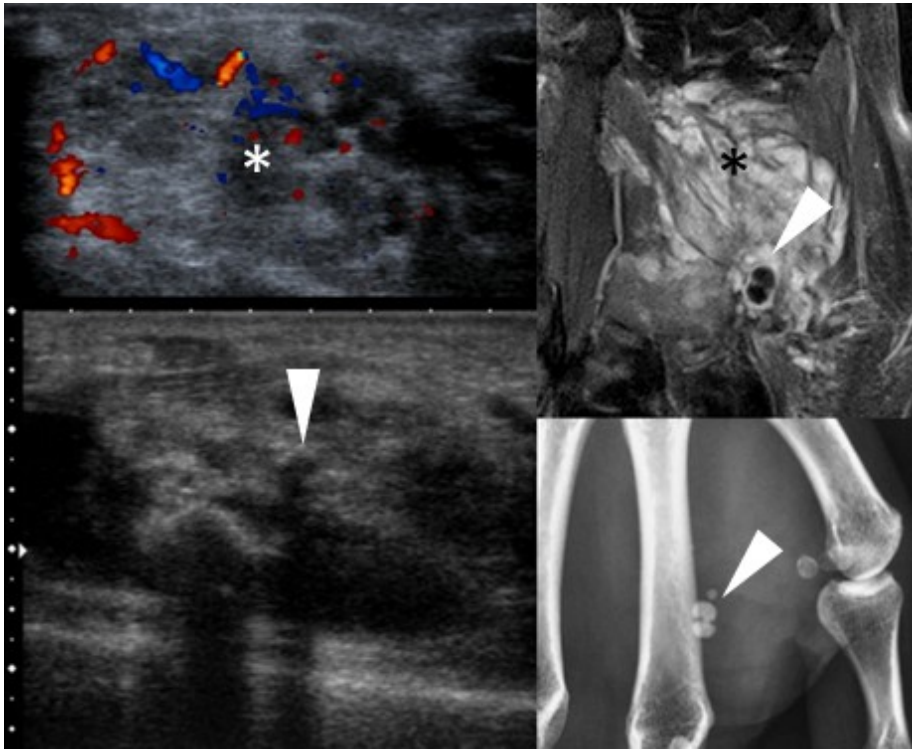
Malformation vasculaire (coupes axiales échographiques - frontale IRM T2FS - radiographie). Images vermiculaires serpiginieuses au sein d'un stroma globalement échogène (*), avec Doppler de type vasculaire, et phlébolithes (têtes de flèche)
